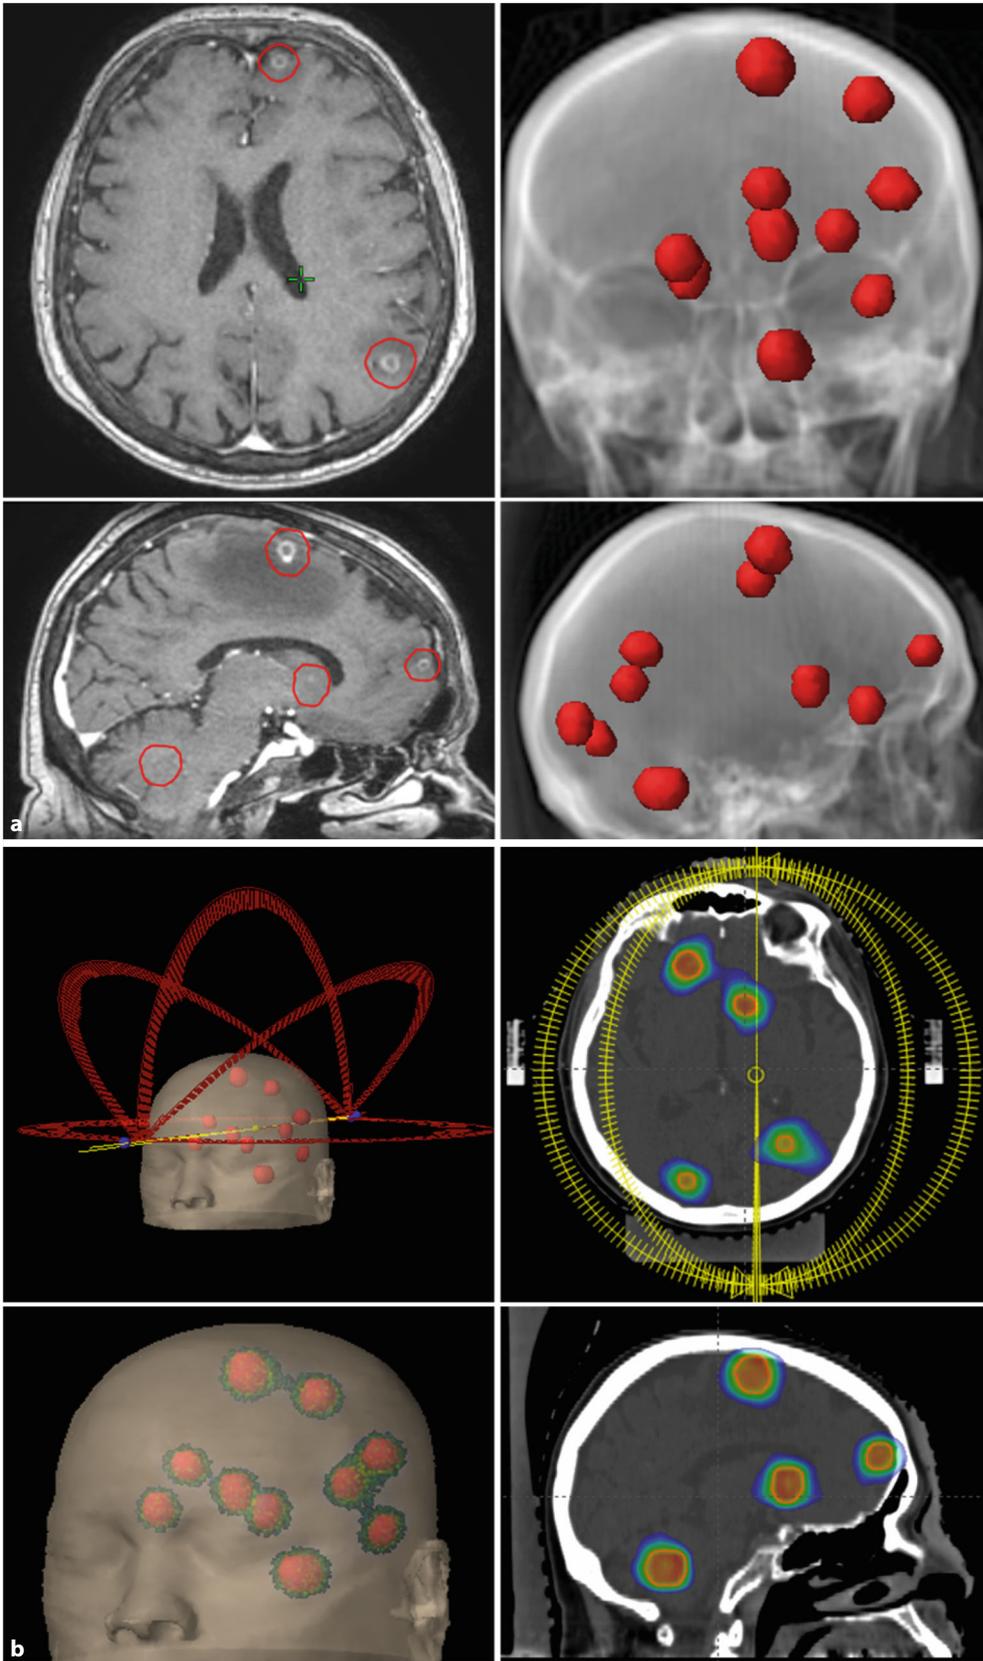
a Im MRT und CT-Topogramm rot markierte Zielvolumina für die Bestrahlung (li. Bild) und 3D-Rekonstruktion der einzelnen Zielvolumina im CT (re. Bild), b Darstellung der bogenförmigen Bahnen, entlang derer der Linearbeschleuniger um den Kopf fährt und mit unterschiedlicher Intensität bestrahlt (IMRT o. HyperArc), 3D-CT-Rekonstruktion mit Darstellung der Metastasen und der Dosiswolken um die Metastasen (li.), Farbkodierung der Dosisverteilung: blau 10%, orange 95 % der verschriebenen Dosis. (Bildquelle Dr. med. Voica Ghilescu, Heidenheim)
